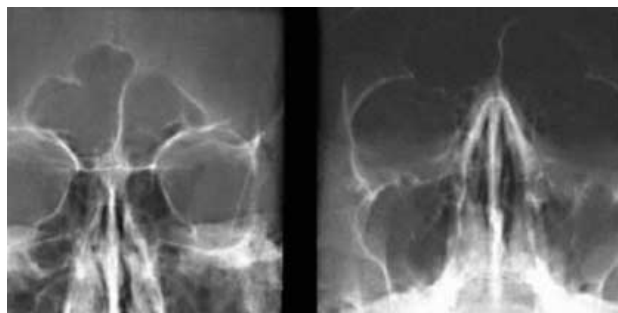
Композитная полирентгенография параназальных синусов.
